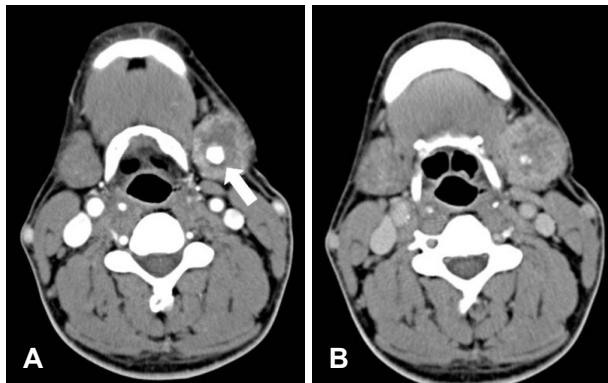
According to the preoperative pre-enhanced axial (A) and post-enhanced axial (B) views on neck CT, there is a 1 cm sized radio-opaque stone (white arrow)(A) and a 3.3 cm sized ovoid mass in left submandibular area shows heterogenous density with peripheral rim enhancement (B).
